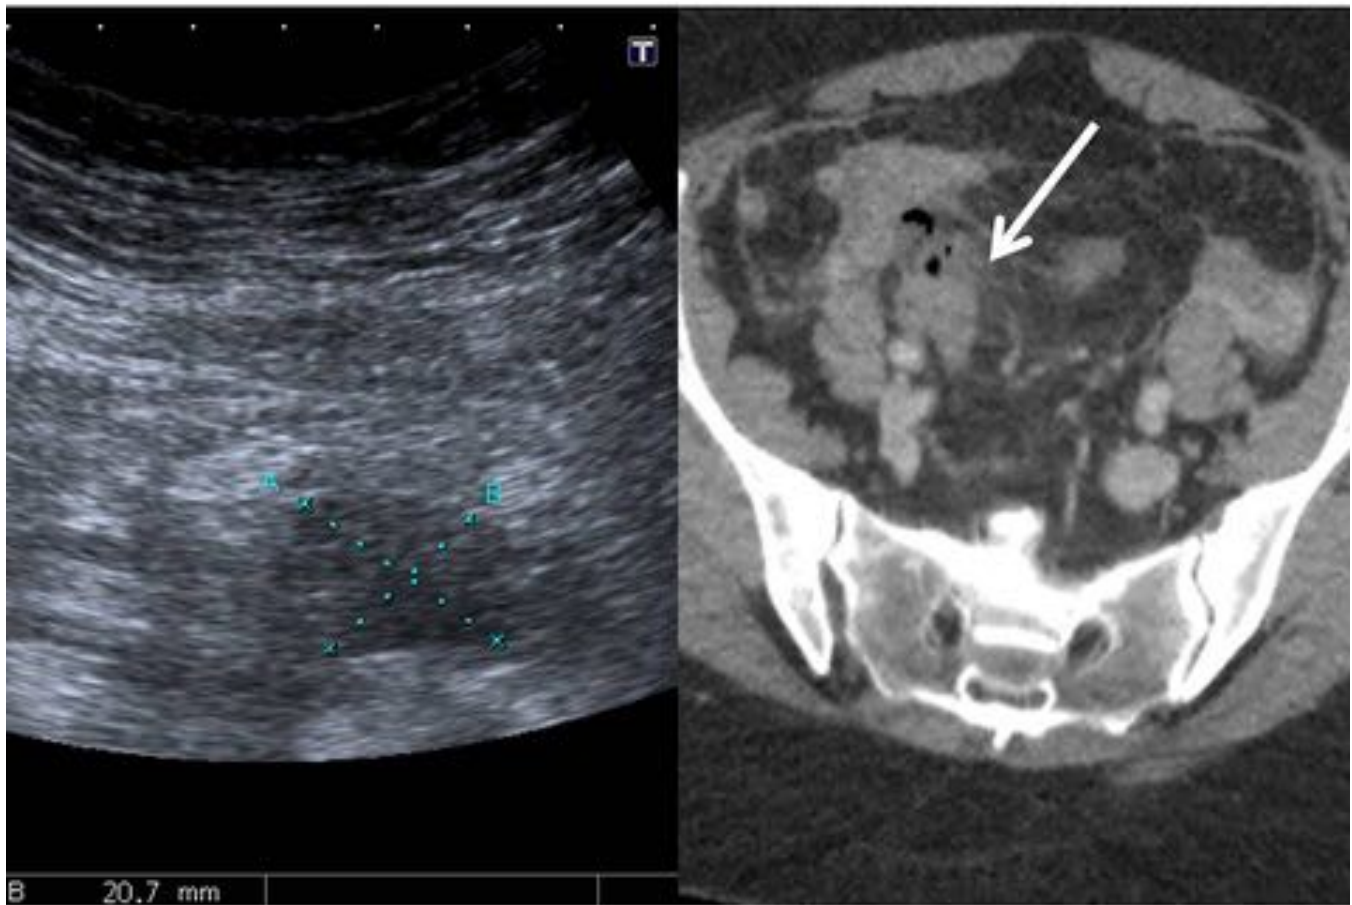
Fig. 18. Corte axial de TC con CIV en el que se observa un divertículo en sigma con signos de inflamación de la grasa peridiverticular. Referencias: Servicio de Radiodiagnóstico, Hospital Ramón y Cajal
